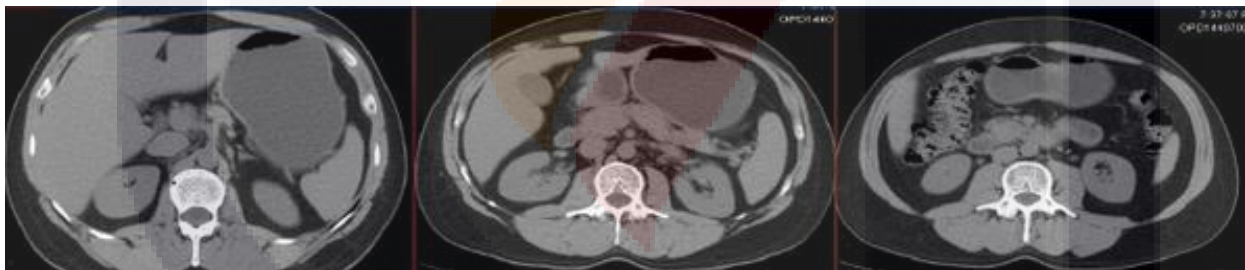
Tomografía en fase simple en cortes axiales, donde nos enfocamos en la morfología renal, ambos polos renales e hilio renal, así como trayecto ureteral y su desembocadura en la unión vesicoureteral.
